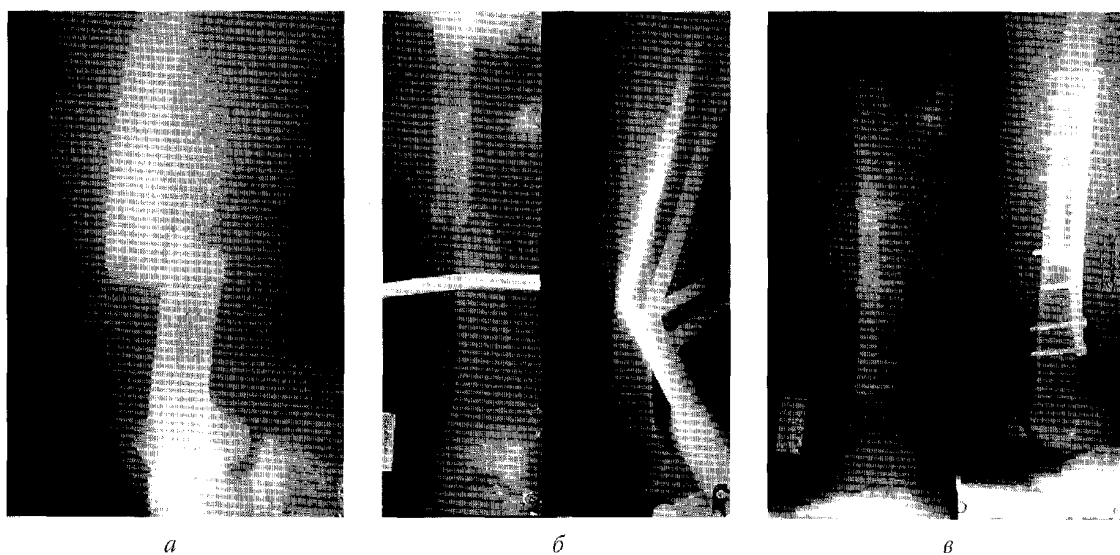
Рентгенограми поперечного перелому діяфіза правої стегнової кістки хворої С.: а – на момент поступлення; б – перед операцією; в – на другий день після операції
